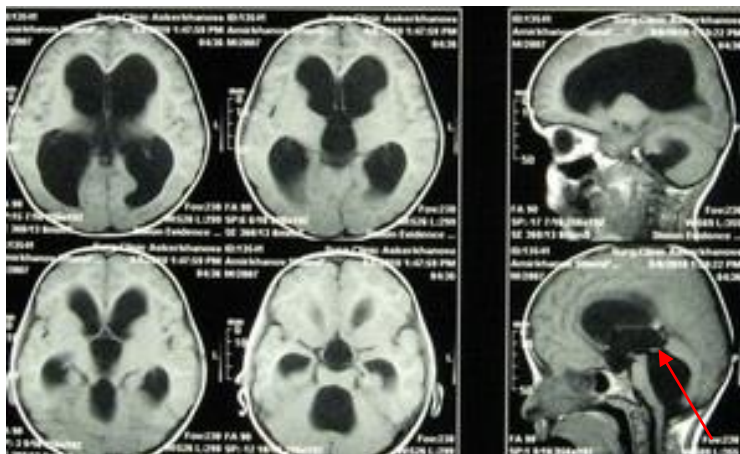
МРТ больной П., 1 год, история болезни №43-10. Д-з: Декомпенсированная сообщающаяся тетравертикулярная гидроцефалия. Водопровод мозга проходим (указано стрелкой)
